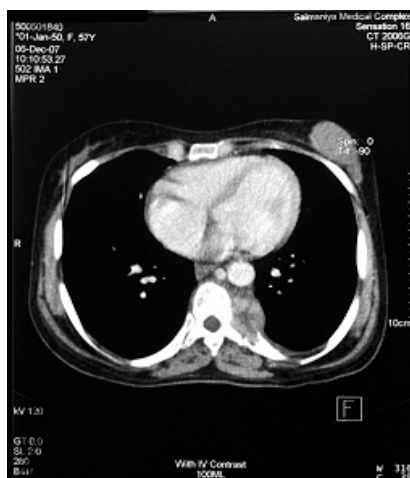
CT scan of chest revealed well defined heterogenous left paraspinal thoracic soft tissue mass destroying the adjacent rib posteriorly and left lateral side of thoracic vertebra.
